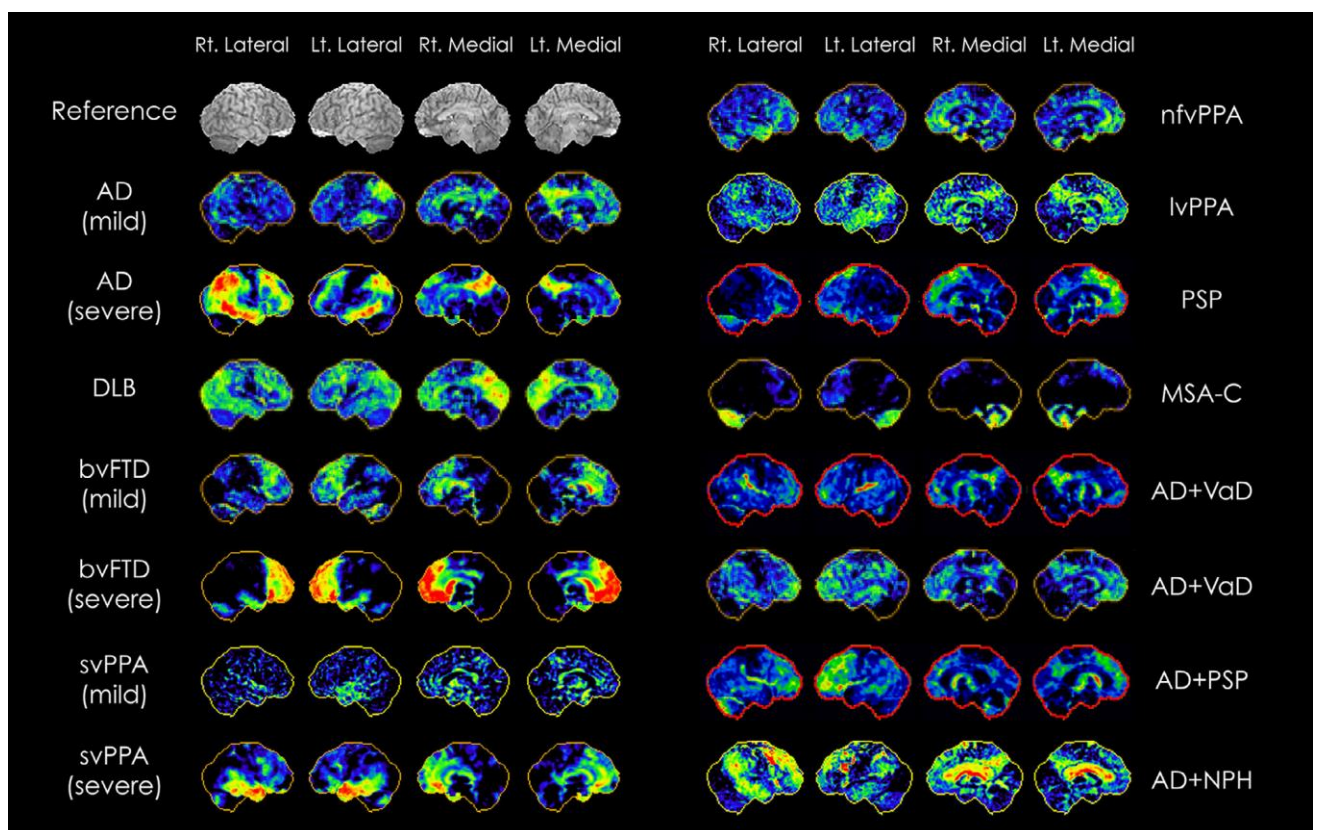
Padrões de mudança no metabolismo da glicose indexados por $[^{18}\text{F}]\text{FDG-PET}$ em diferentes demências. Mapas de Z-score codificados em escala de cores demonstrando o padrão clássico de alteração no metabolismo de glicose cerebral exibido por diversos tipos de demência. Vistas lateral e medial dos hemisférios direito (R) e esquerdo (L) são mostradas. Doença de Alzheimer (DA); Demência com corpos de Lewy (DCB); Variante comportamental da demência frontotemporal (bvFTD); Afasia progressiva primária variante semântica (svPPA); Afasia progressiva primária variante não fluente (nfvPPA); Afasia progressiva primária variante logopênica (lvPPA); Paralisia supranuclear progressiva (PSP); Atrofia de múltiplos sistemas, tipo cerebelar (MSA-C); Demências mistas: DA+Demência Vascular (VaD); AD+PSP, DA+hidrocefalia de pressão normal (NPH). Fonte: (MINOSHIMA; MOSCI; CROSS; THIENTUNYAKIT, 2021)
